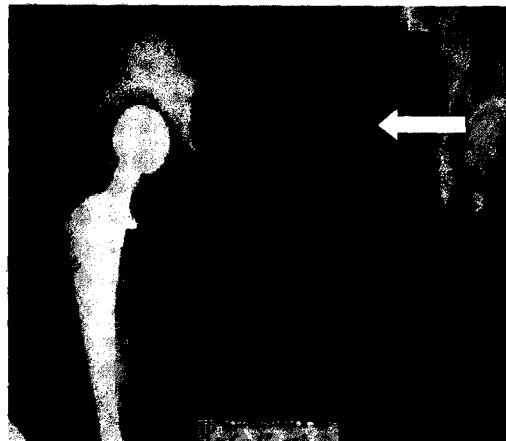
Фоторентгенограмма больно К. 43 лет
